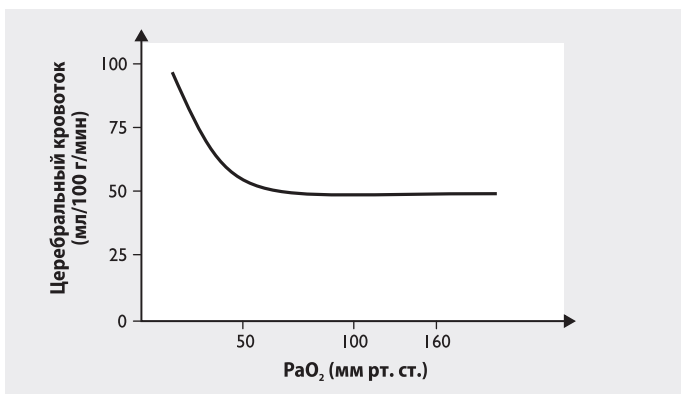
Отношение между мозговым кровотоком и PaO₂. Парциальное давление O₂ незначительно влияет на МК в условиях нормоксии. Церебральная перфузия мозга усиливается лишь при снижении PaO₂ ниже 50 мм рт. ст. (6,6 кПа)
